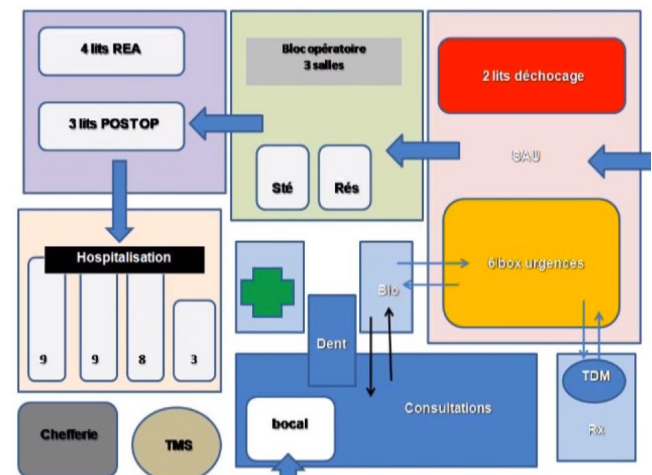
Organisation de l'HMC de KaIA. Rea= réanimation, post op= post opératoire, TMS=technicien des matériels de santé, dent= dentiste, bio= laboratoire de biologie, Ste : unité de stérilisation, SAU : service d'accueil des urgences, TDM= tomodensitométrie, Rx : centre de radiologie.
